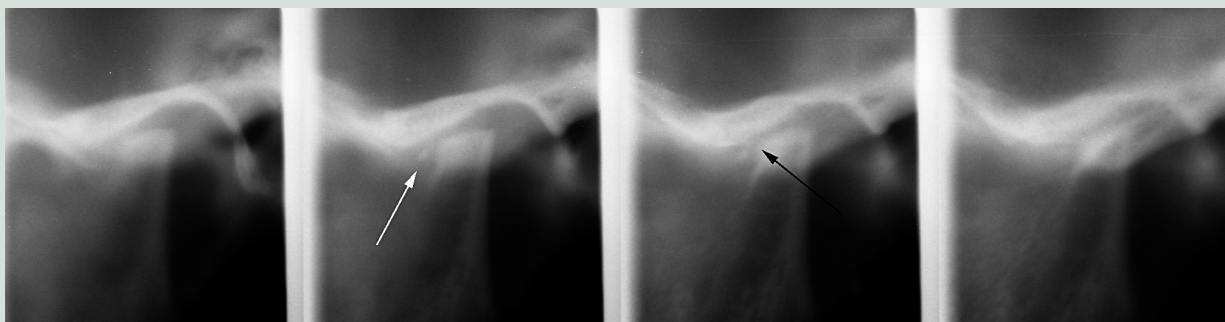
Lateral tomografisk røntgenoptagelse af venstre kæbeled med arthritis-forandringer. Kondyl: kraftig overfladeaffladning, irregular overfladebegrænsning, anterior osteofytdannelse (sort pil); fossa mandibularis: i.a.; tuberculum articulare: kraftig affladning; ledspalten: smal, måske »ledmus« (hvid pil).
